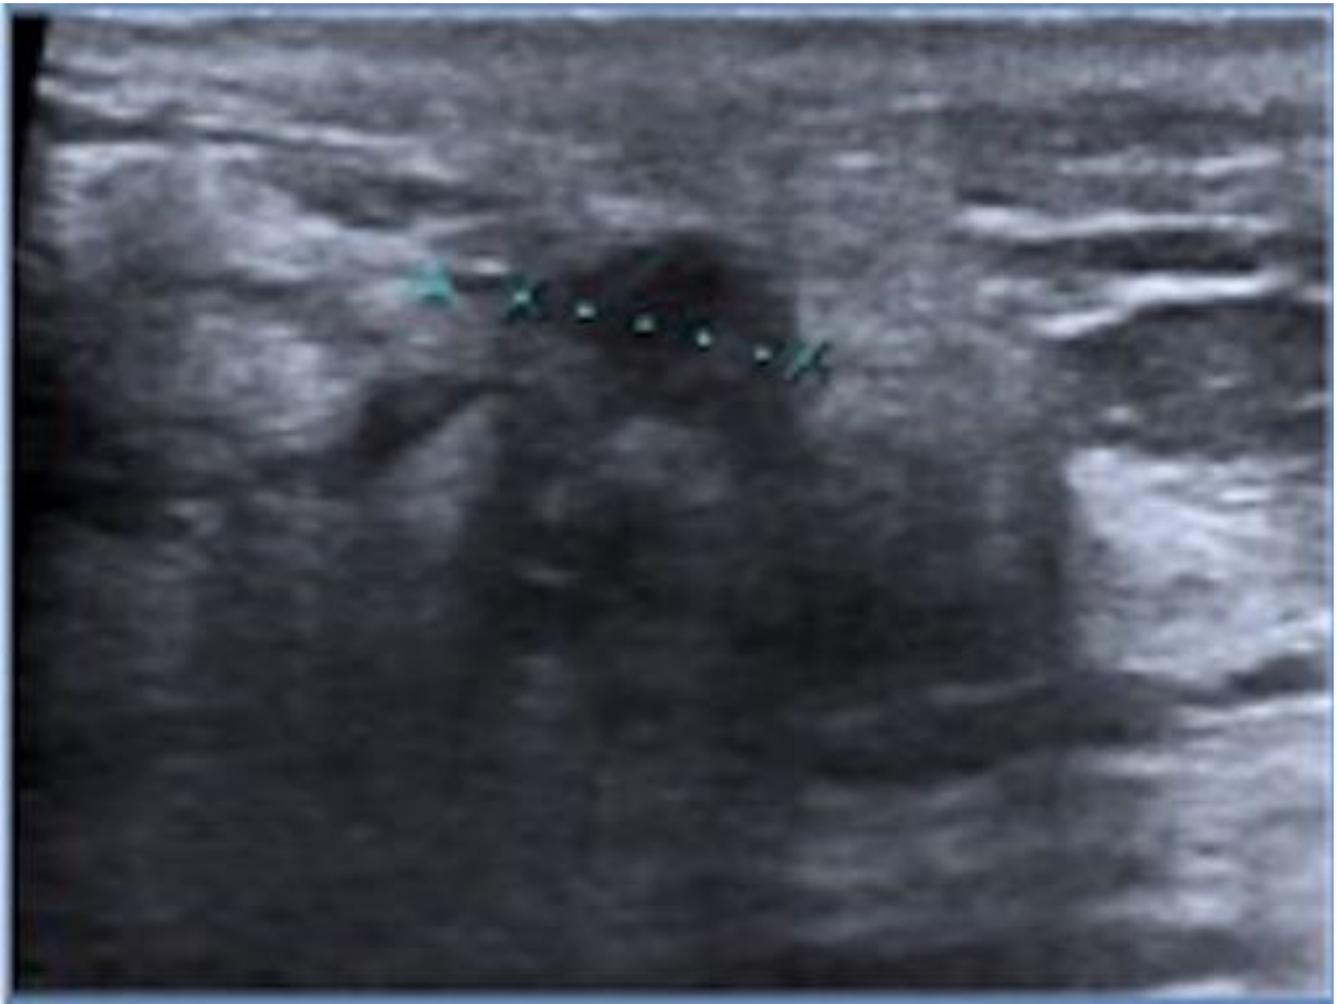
Ecografía: Imagen nodular de mala transmisión y mal delimitada en CSE de MI en paciente con carcinoma de mama confirmado tras el tratamiento neoyuvante. Dados los hallazgos se informó como una respuesta parcial mientras que el patólogo afirmó que era una Respuesta Patológica Completa con cambios inflamatorios de respuesta al tratamiento y fibrosis.
